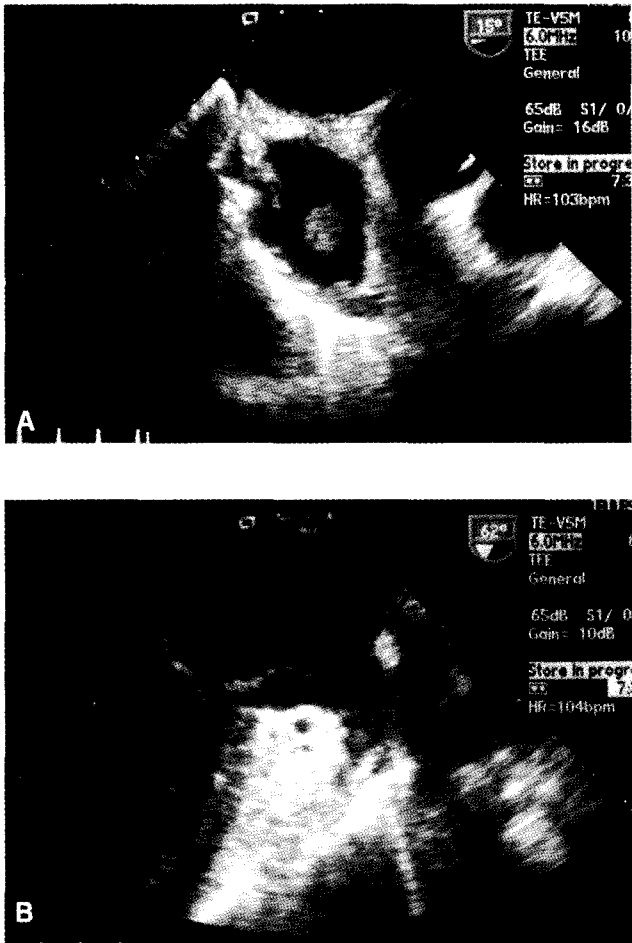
Transesophageal echocardiogram shows A: pedunculated homogenous echogenic mass on High right atrium to mid right atrium, B: freely movable echogenic thread-like lesion on posterior side of the anterior mitral leaflet.
